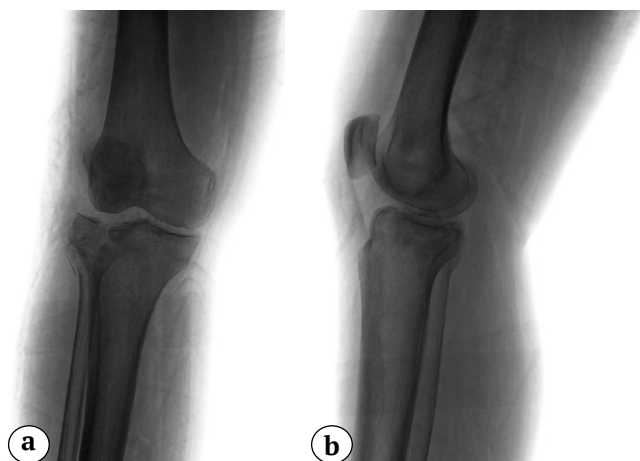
Рентгенограммы правого коленного сустава пациентки при поступлении в стационар:
